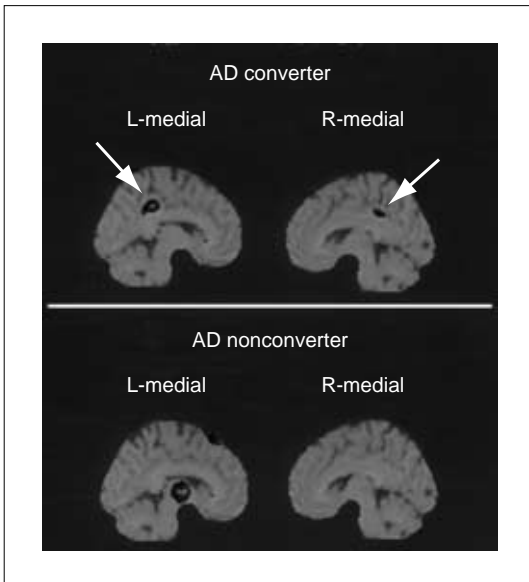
アルツハイマー病の進行に伴う SPECT の画像統計解析結果の推移
